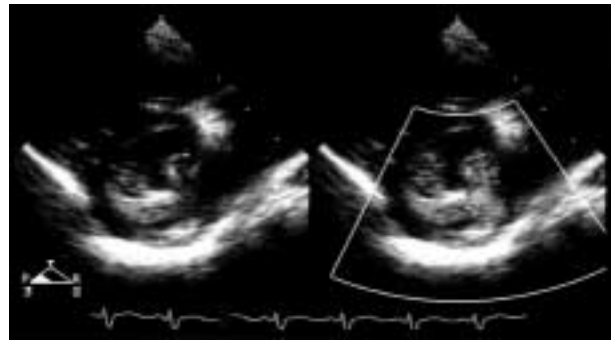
Postoperative echocardiogram shows two inflows from the double orifice of the mitral valve detected at the short axis.
